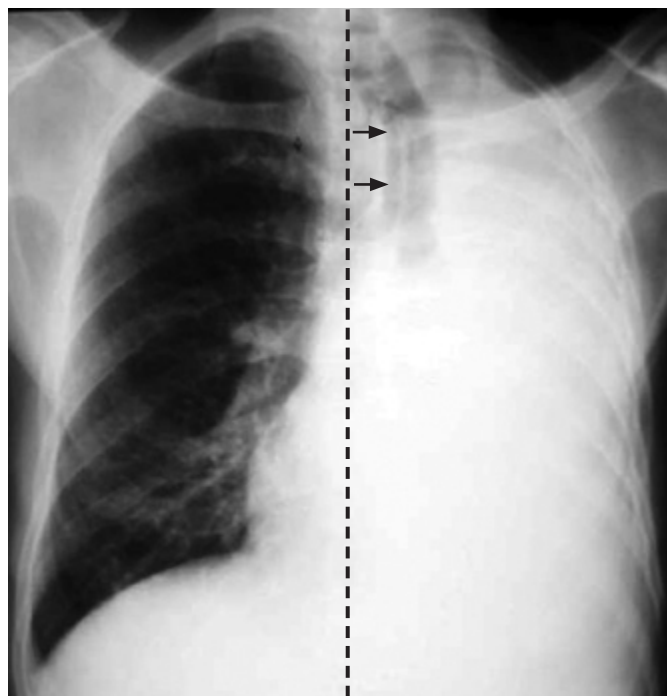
На рентгенограмме показан коллапс/ателектаз левого легкого со значимым смещением трахеи в сторону повреждения
